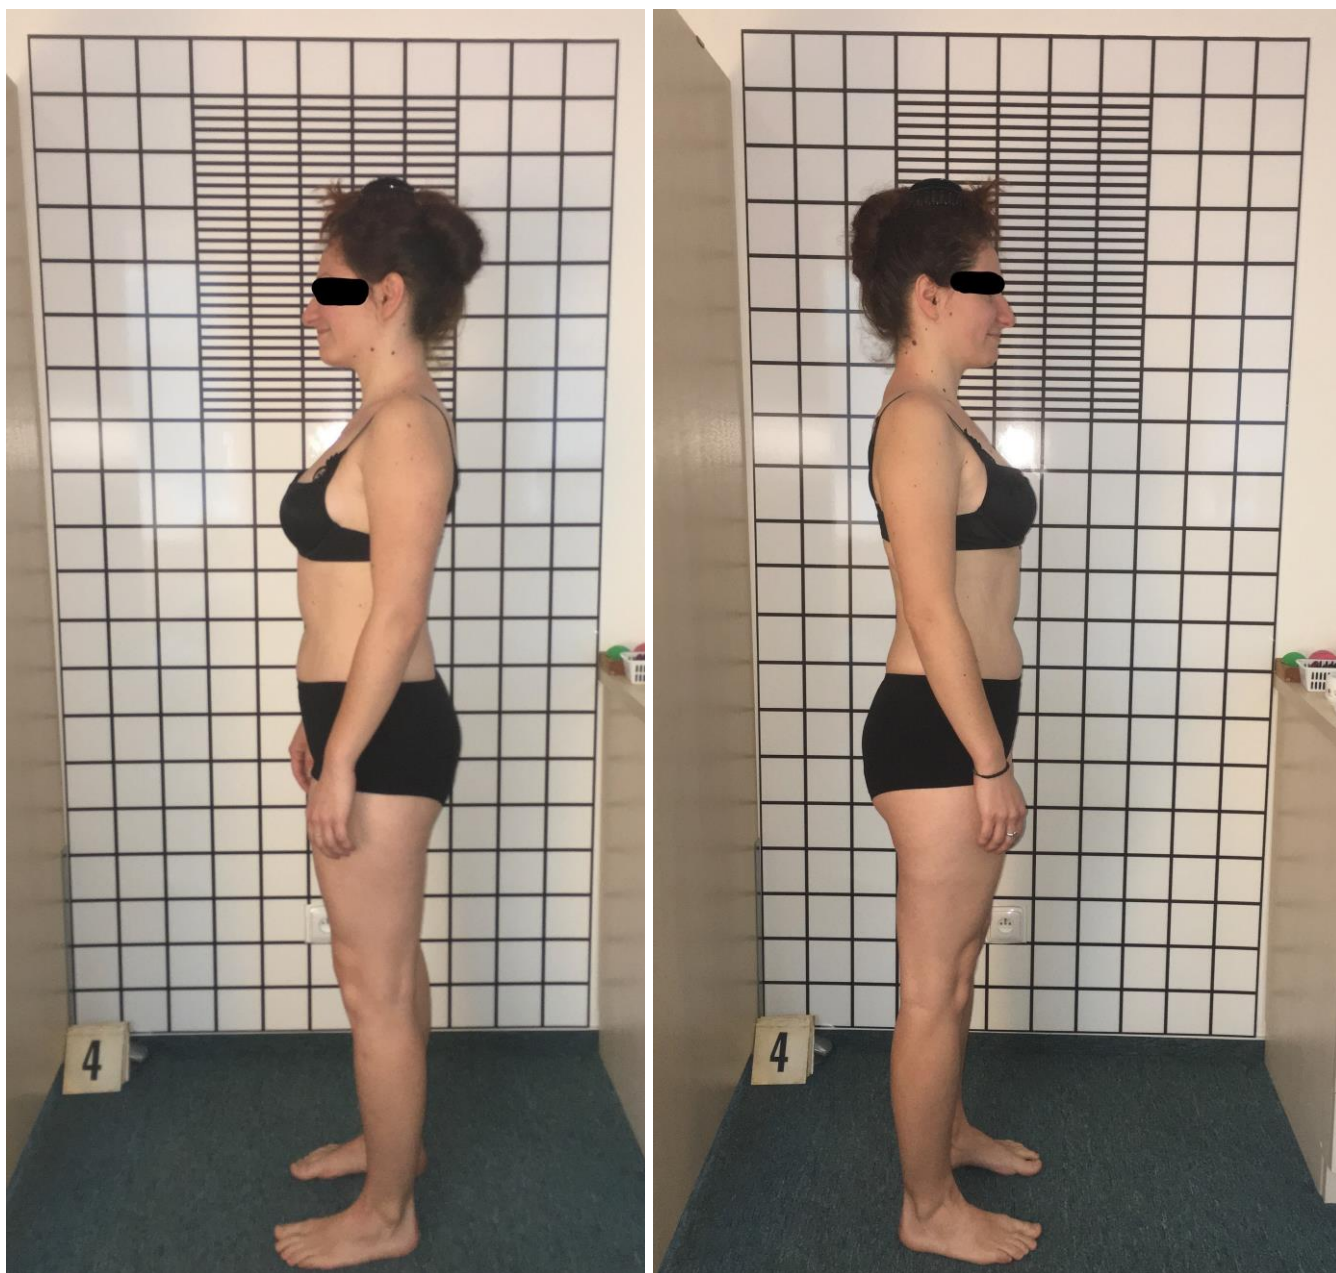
a obrázek č. 23: Fotografie probanda TK po 6. terapii – levý a pravý bok
